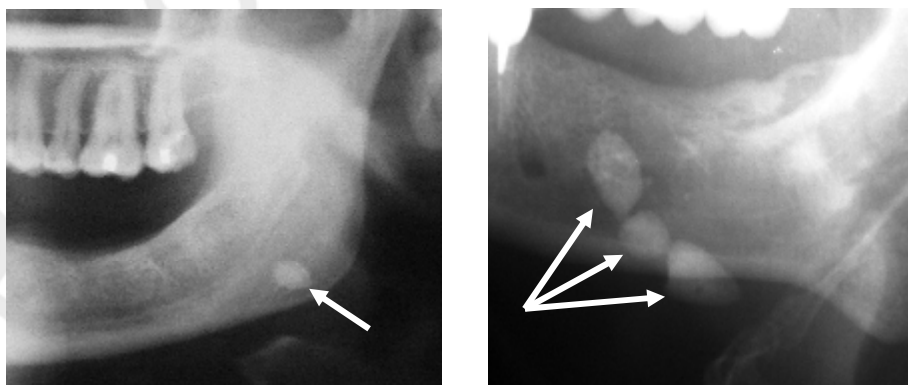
Визуализация конкрементов при обзорной рентгенографии поднижнечелюстной области
